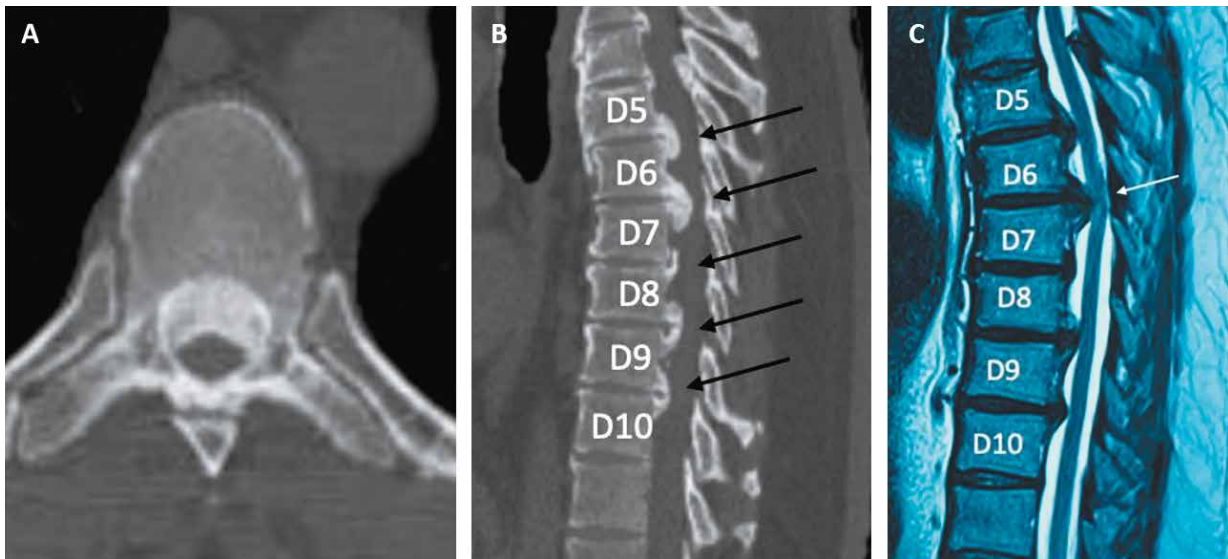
TC torácica preoperatoria corte axial en el nivel T6 (A) revela una hernia calcificada gigante. En el corte sagital (B) se evidencia hernias calcificadas multinivel entre T5 – T10 (flechas negras). En la secuencia RMNT2 preoperatoria sagital (C) se comprueba que la hernia del disco T6 (flecha blanca) ejerce mayor compresión medular.
